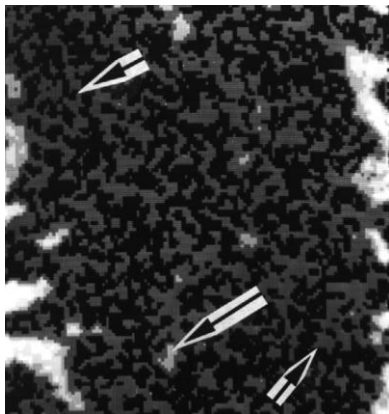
Строение слабоминерализованной прослойки между костными отделами регенерата. От вершин кальцифицированных костных трабекул отрастают в прослойку весьма слабо минерализованные костно-остеоидные спиралевидные трабекулы (короткие стрелки). В центральной части прослойки трабекулы более кальцифицированы (длинная стрелка). 21 сутки после операции. Карта рентгеновского электронно-зондового микроанализа. Изображение в рентгеновских лучах кальция. Увеличение 60
